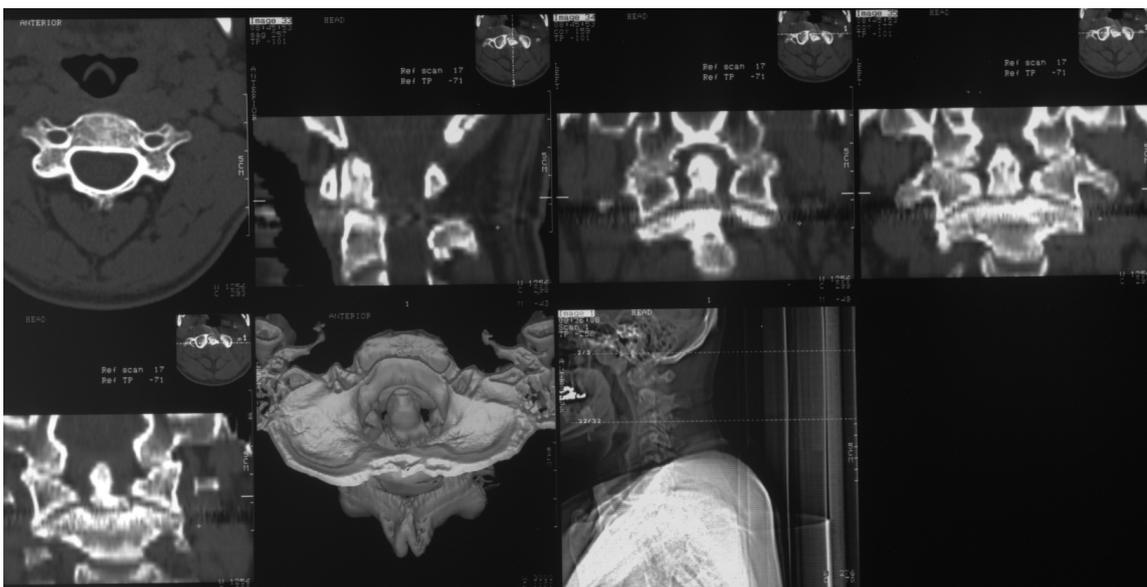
CT einer Denspseudarthrose mit 3D-Rekonstruktion
